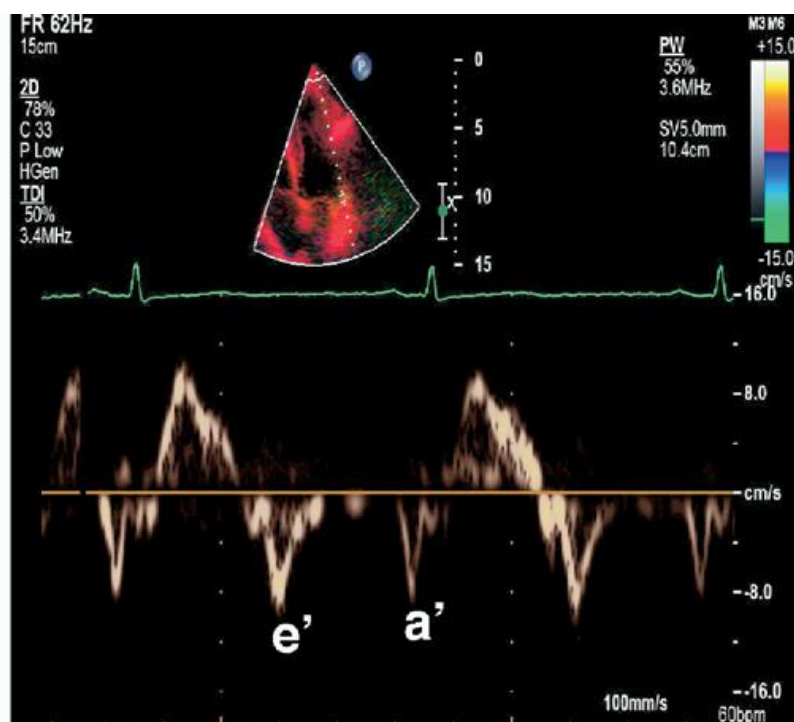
Doppler Tissular da valve mitral
